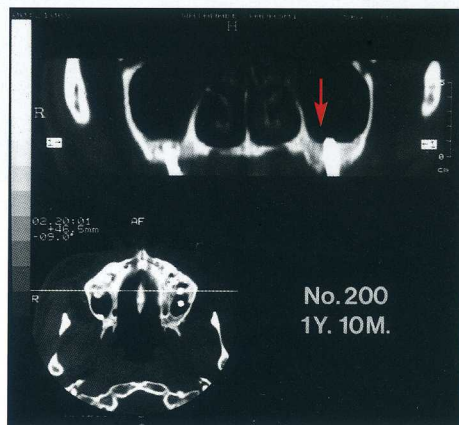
術後1年10ヶ月の長期後撮影CT画像では洞粘膜の異常はみられなかった(矢印)。
